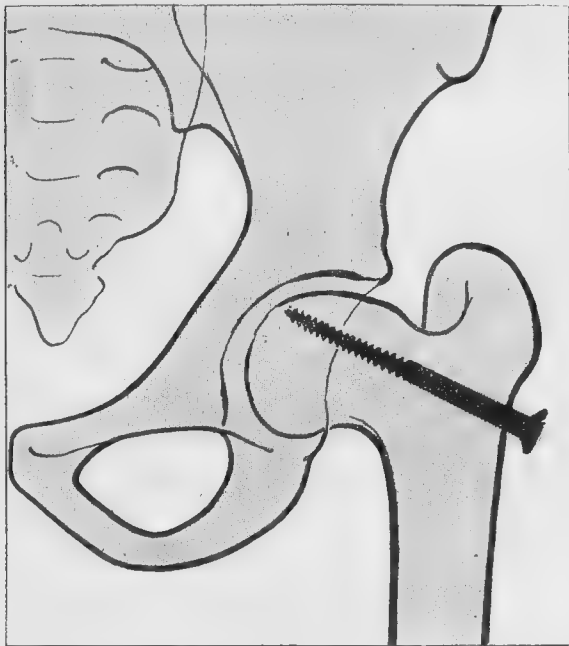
Radiographie dix-huit mois après l'opération. Réadaptation morphologique du col fémoral qui est augmenté en hauteur et en largeur.
